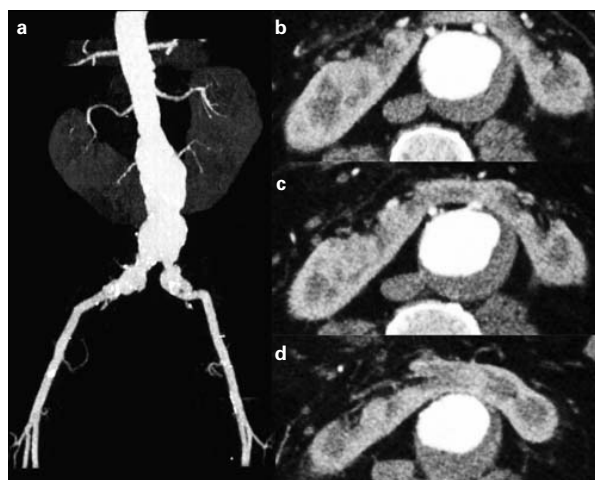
Angiotomografía. Reconstrucción 2D (a). Se observan las arterias renales principales y las arterias accesorias con destino al istmo renal (b, c y d).
